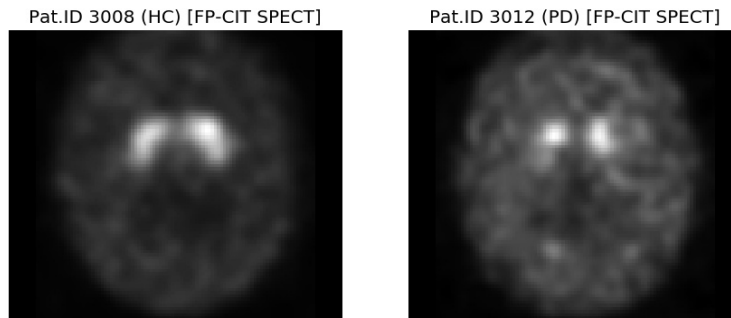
Vista axial de dos imágenes FP-CIT SPECT de la base de datos PPMI correspondientes a un sujeto de control (izquierda) y un paciente con EP (derecha).
